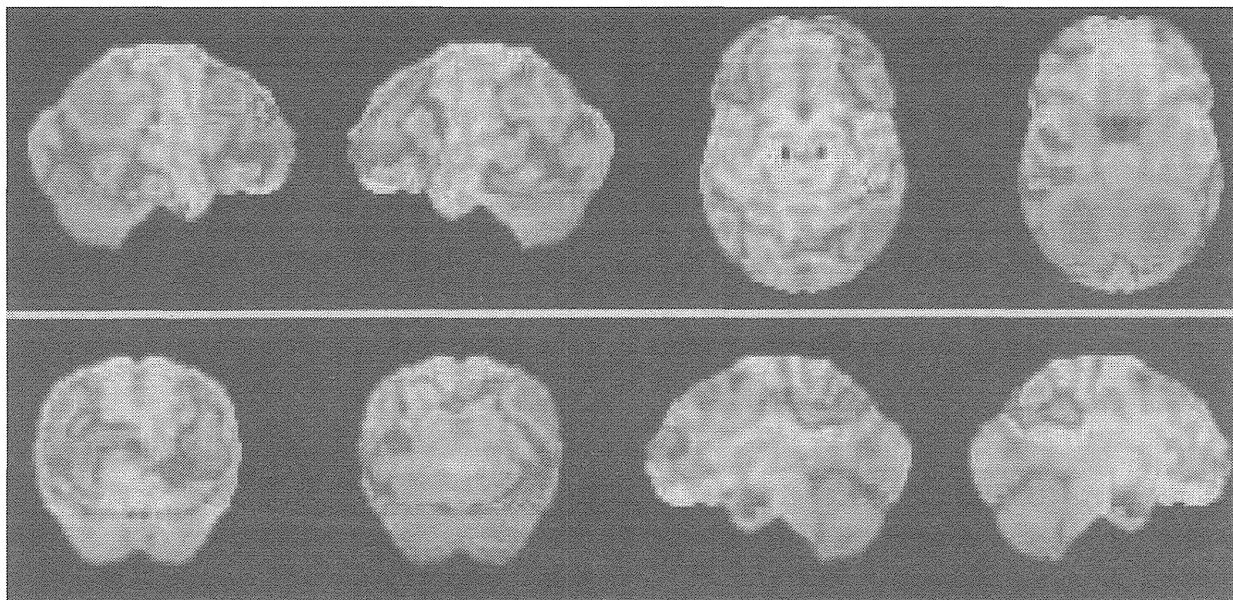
患者の123I-IMP SPECT 3D-SSP画像
